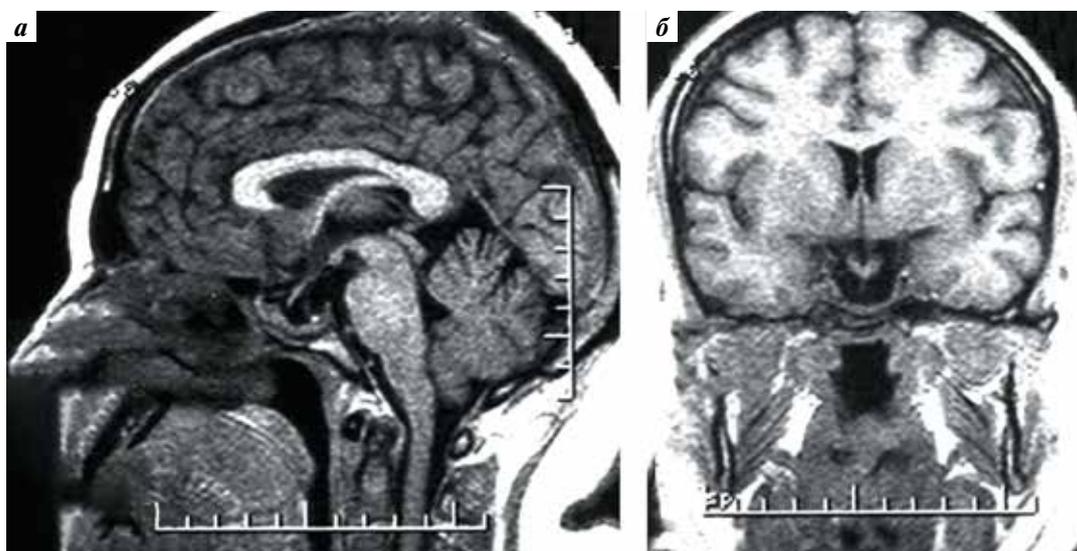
Магнитно-резонансные томограммы пациентки С. в T1-режиме через 1 год после операции: сагиттальный (а) и коронарный (б) срезы. Признаки «вторично пустого» турецкого седла. Признаков продолженного роста опухоли нет
